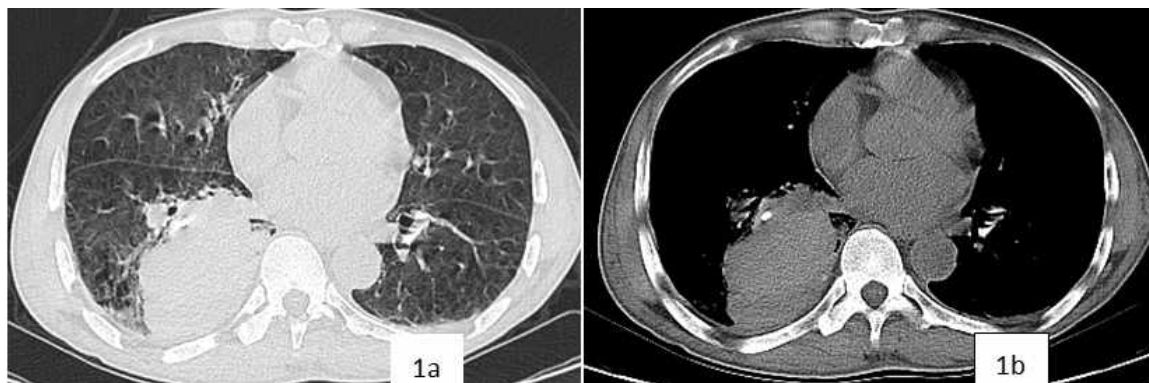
a) 胸部 CT 平扫肺窗; b) 胸部 CT 平扫纵隔窗: 右肺下叶团块影 (大小约 8.5×5.9cm)。
